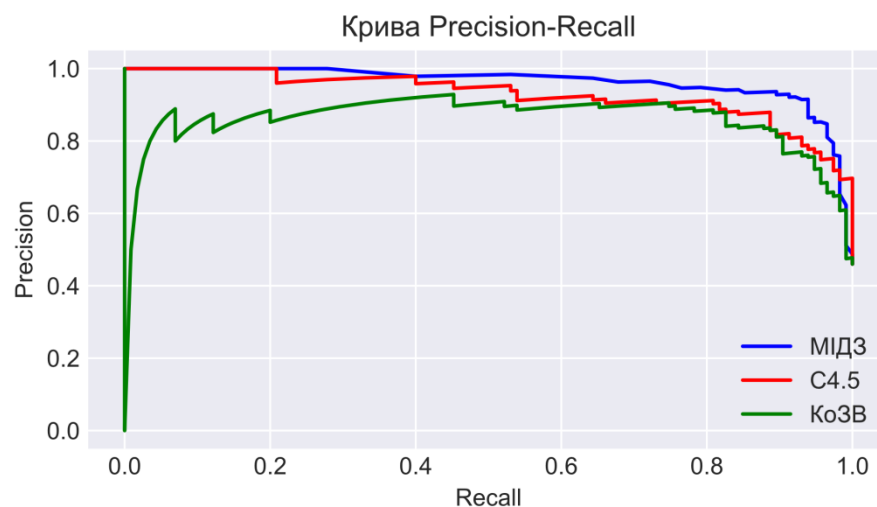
Криві Precision-Recall, що демонструють точність класифікації МРТ-зображень мозку різними методами класифікації: МІДЗ – синій колір, C4.5 – червоний колір, КоЗВ – зелений колір
